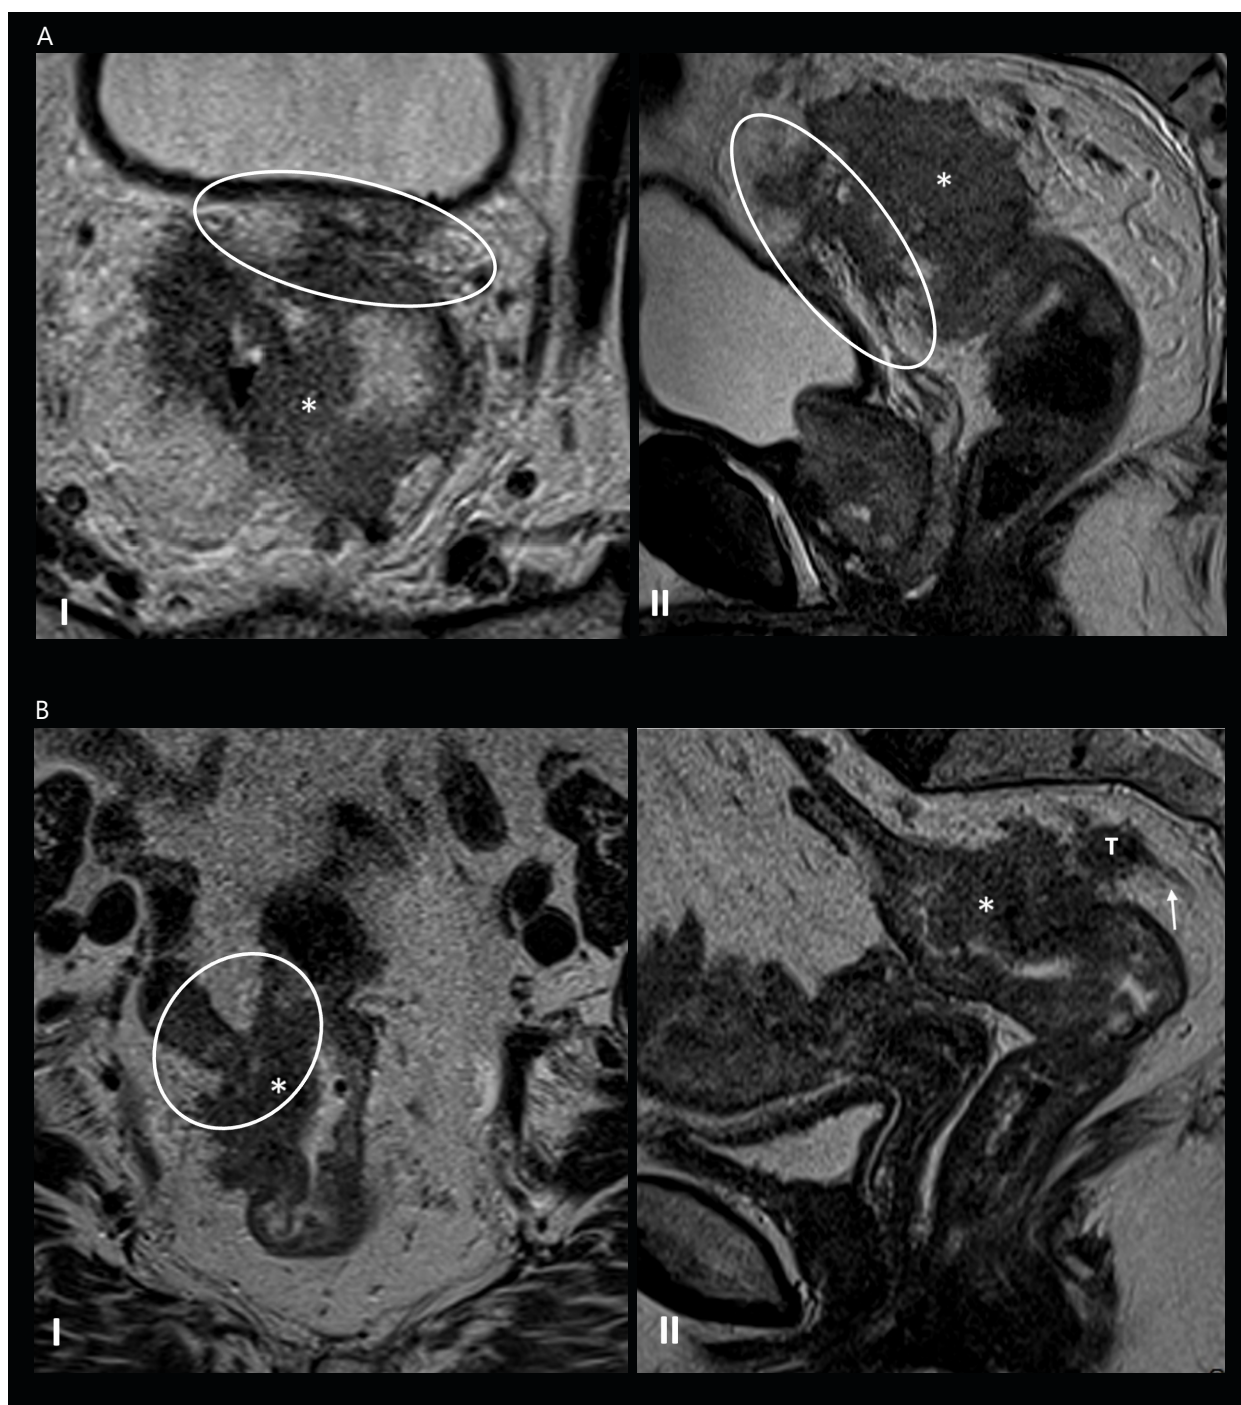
Imagens de TC onde no painel A se verifica em T2 axial (I) e sagital (II), evidencia espessamento parietal do reto(*). Note-se progressão transmural e perda do plano de clivagem com repuxamento e invasão da linha de reflexão peritoneal anterior (cT4a), assim como da fásia do mesorreto seta (elipse)No painel B T2 coronal (I) e sagital (II), evidencia espessamento parietal do reto (*). Note-se em A invasão tumoral de ansa de ileo adjacente (cT4b) (elipse). Em II assinala-se estrutura vascular (seta) a atravessar implante vs componente exofítica do tumor (T), consistente com invasão venosa extramural. (Cortesia de Dr. Rodrigo Monteiro)
